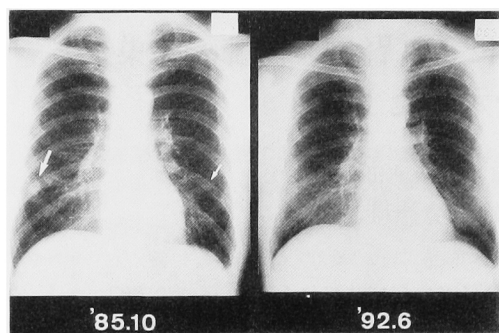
Chest X-ray films at the beginning of combination therapy with IFN α and UFT (left), and 5 years after cessation of the treatment (right). Multiple lung metastases have remained subsided for 5 years without any treatment.
